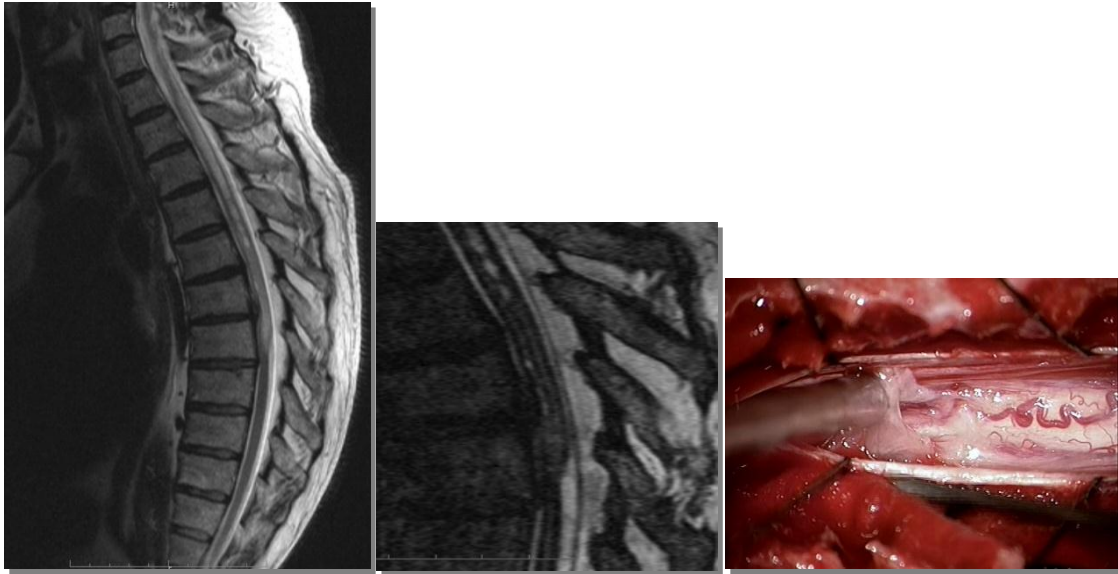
Links, sagittales T<sub>2</sub> gewichtete MRT, zu sehen ist eine ausgedehnte Syringomyelie. Die im CISS MRT (Mitte) gut dargestellte Arachnoidalzyste ist links kaum zu erkennen. Rechts, intraoperative Darstellung der Zyste.
